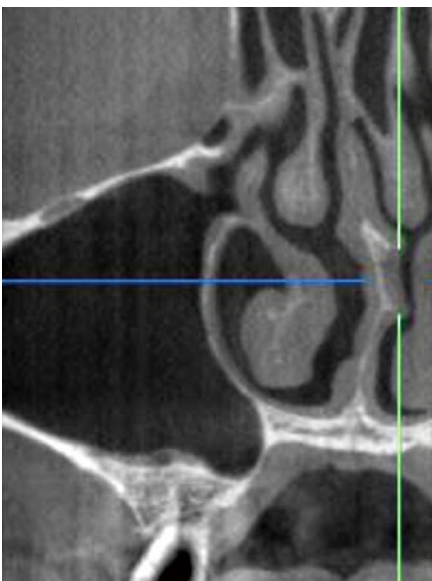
術後4日のCT像。上顎洞粘膜は高度に炎症を起こしている、骨補填材の一部が上部に浮いているのが確認できる。自然口は閉鎖しているが、患者はそれほど鼻閉感を訴えてはいない。患者によっては鼻閉感を感じない場合がある。
